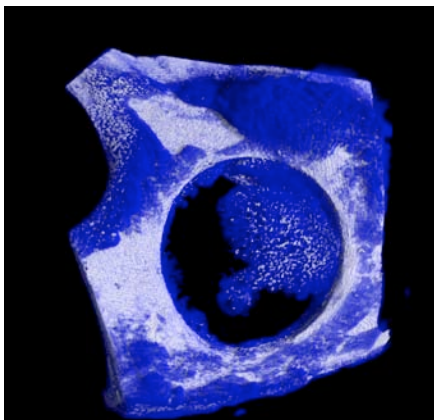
μ CT, 3D, farbcodierte Dichtedarstellung
